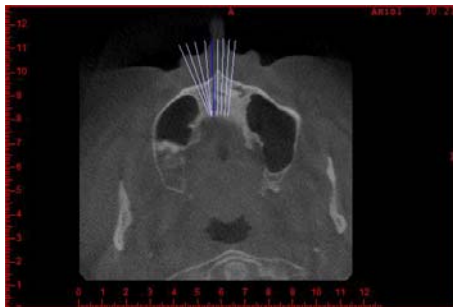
Tomografia computadorizada (corte axial) evidenciando pneumatização do seio maxilar.(Fonte:CLIVO).
